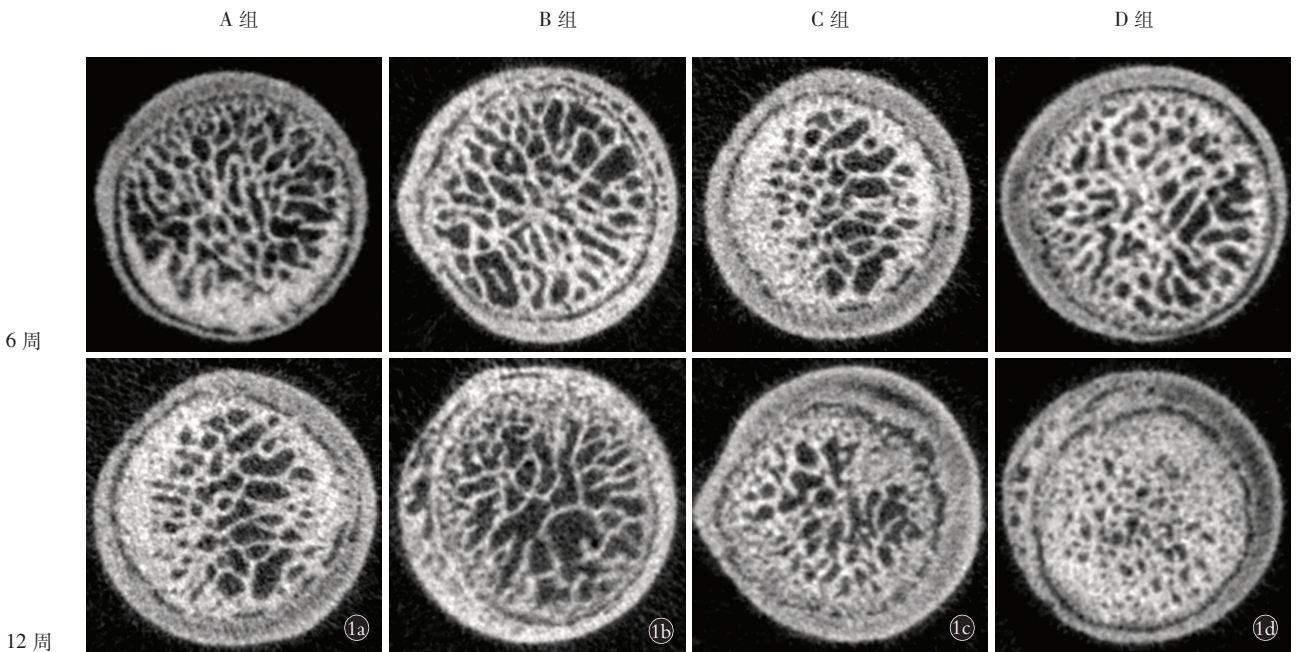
Micro-CT 观察 1a. A 组(OP+MG132)6 周(上)和 12 周(下) 1b. B 组(OP+DMSO)6 周(上)和 12 周(下) 1c. C 组(假手术对照+MG132)6 周(上)和 12 周(下) 1d. D 组(正常+MG132)6 周(上)和 12 周(下)
